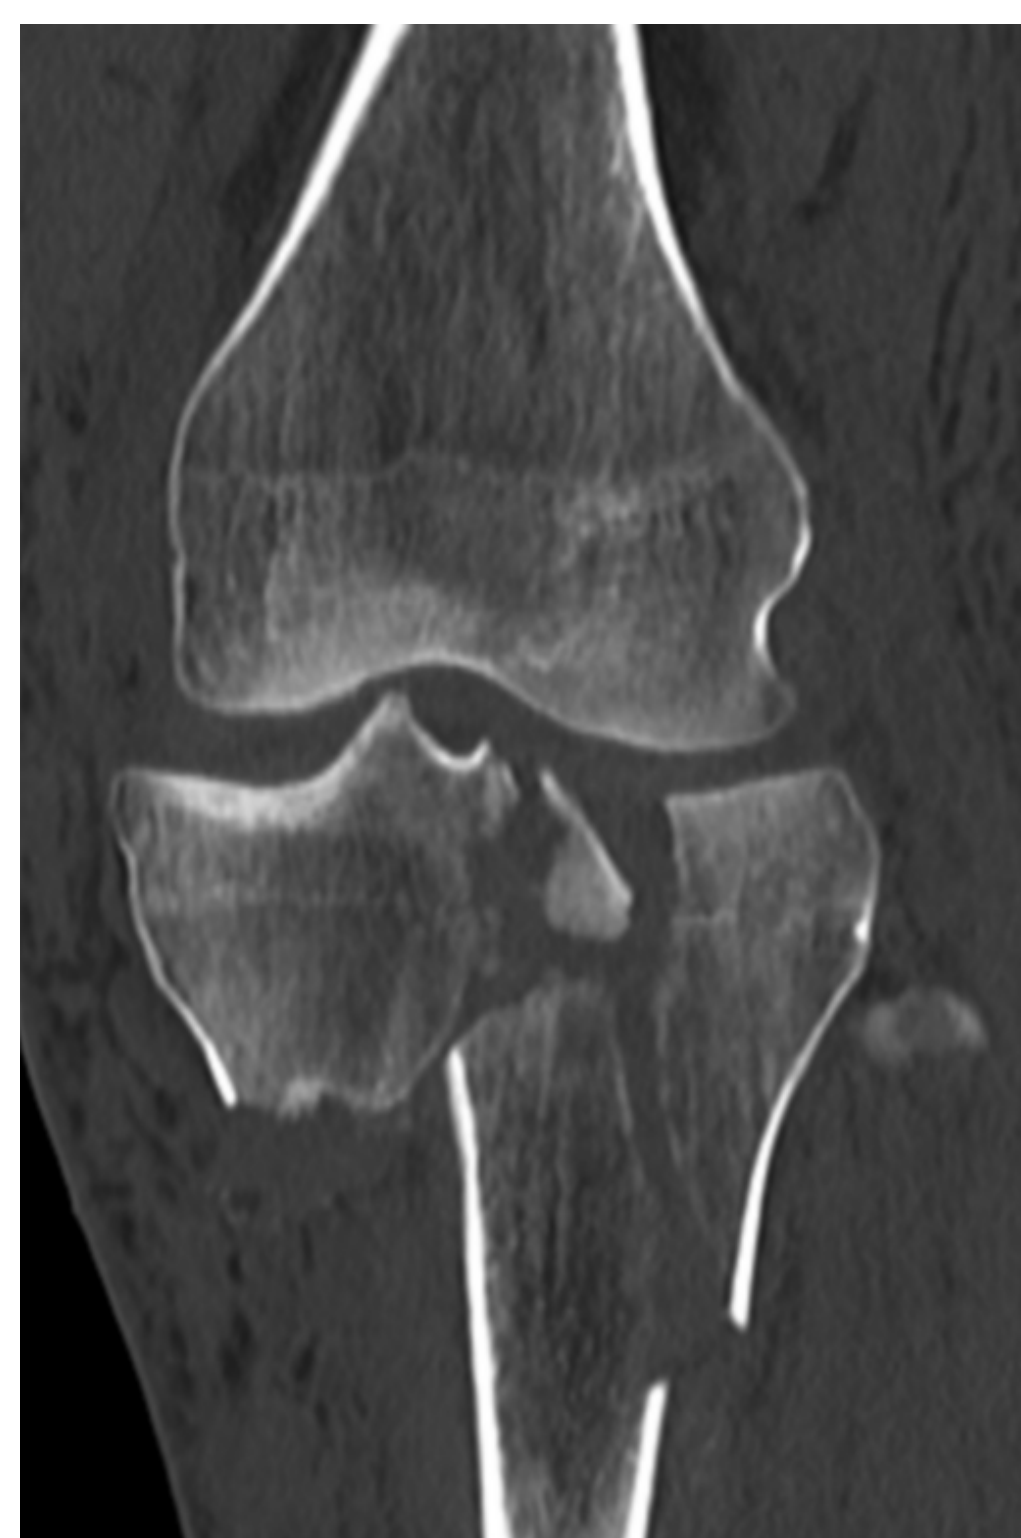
Cortes coronal y sagital TAC
